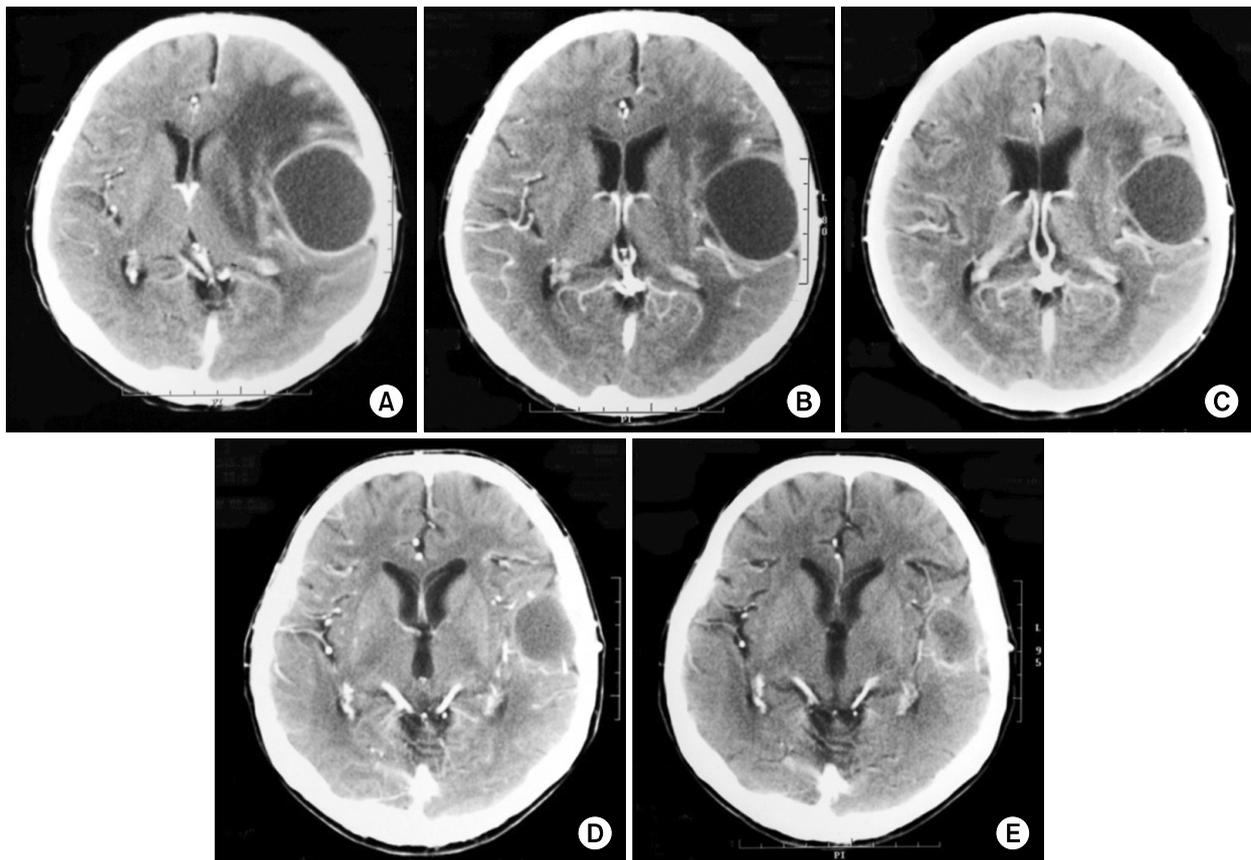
Contrast-enhanced brain computed tomography (CT) scanning of patient. (A) Brain CT at 9 months after treatment. Thin-walled low attenuation area on left temporoparietal lobe lesion was shown, Marked perilesional edema and midline shifting also noted. Newly developed lesion was not seen. (B) Brain CT at 13 months after treatment. Left temporoparietal abscess was mild decreased. Perilesional edema much decreased. (C) Brain CT at 17 months after treatment. Left temporoparietal abscess was considerably decreased. (D) Brain CT at 23 months after treatment. Abscess size and edema more decreased. (E) Brain CT at 32 months after treatment. Abscess size and edema much improved.
